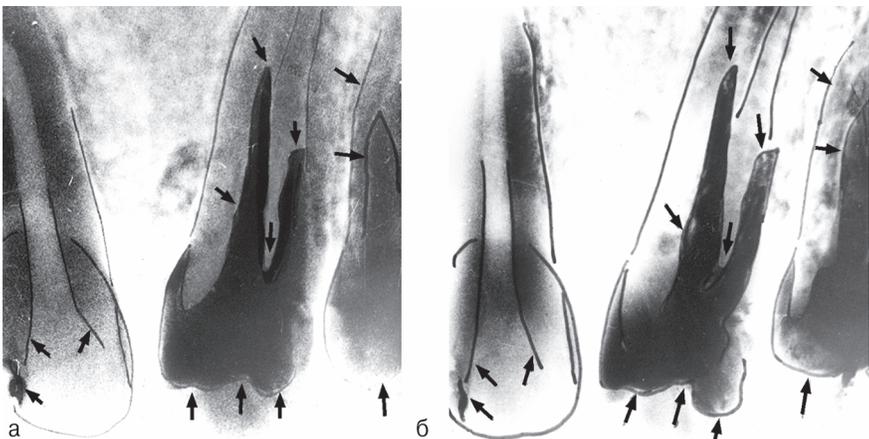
Сравнительное исследование прижизненной (а) и посмертной (б) рентгенограмм. Стрелками указаны совпадающие признаки
